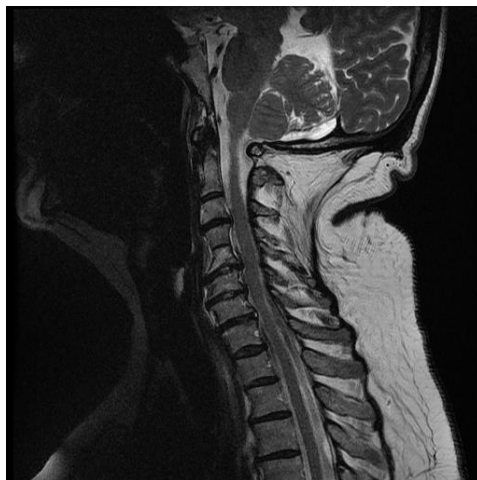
RMN de columna cervical donde además de la existencia de una anomalía ósea consistente en la fusión de C3 y C4 y protrusiones discales C4-C5, C5-C6 y C6-C7, se puede observar un anormal acúmulo de pániculo adiposo en una paciente con SMF no obesa.
